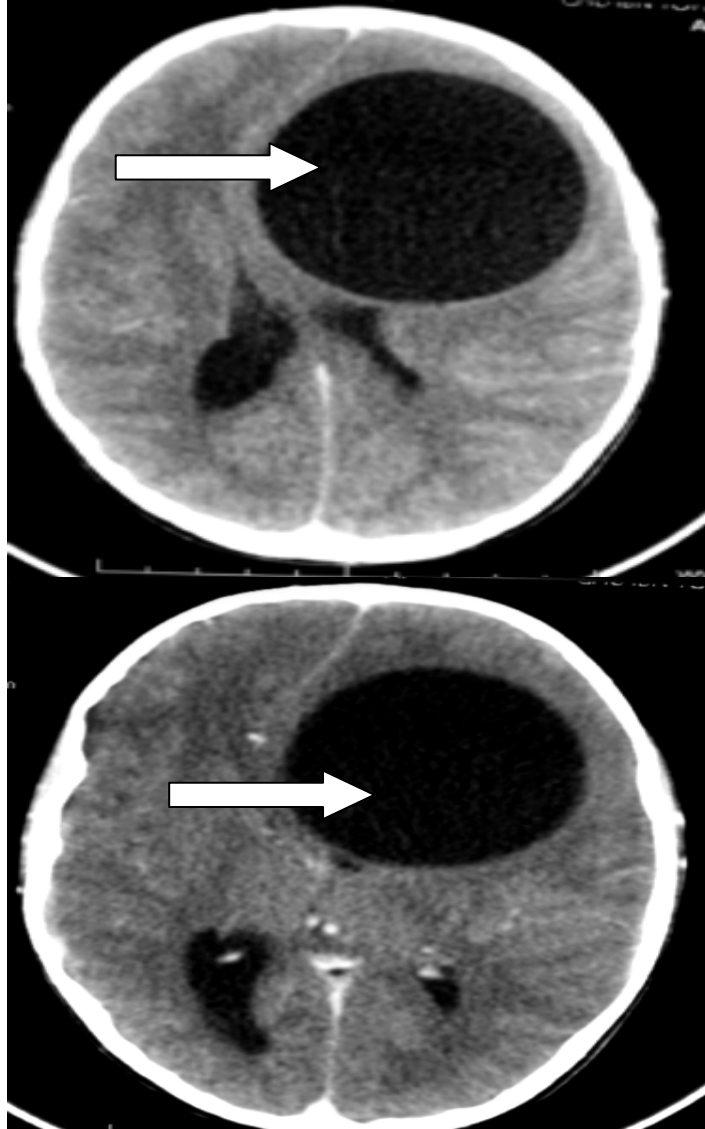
TDM cérébrale axiale: Kyste hydatique frontal gauche exerce un important effet de masse sur le système ventriculaire et la ligne médiane avec engagement sous falcoriel
